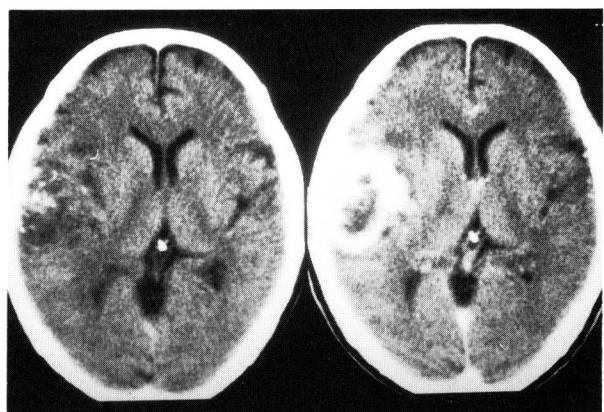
Post-embolization CT using combined infusion of estrogen-alcohol and polyvinyl acetate. Note decrease in peri-tumoral LDA.
